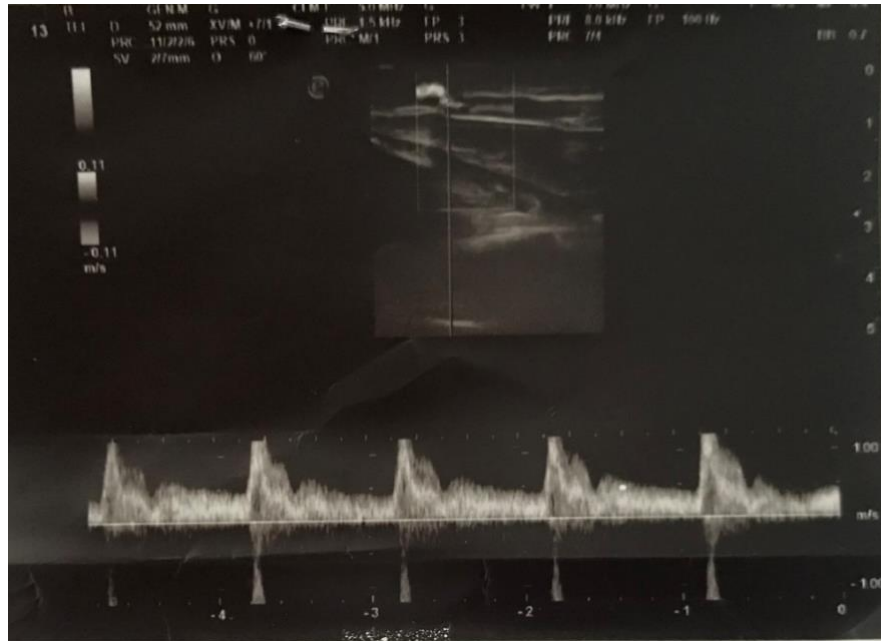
Reperto ecografico stenosi venosa caso 3.
